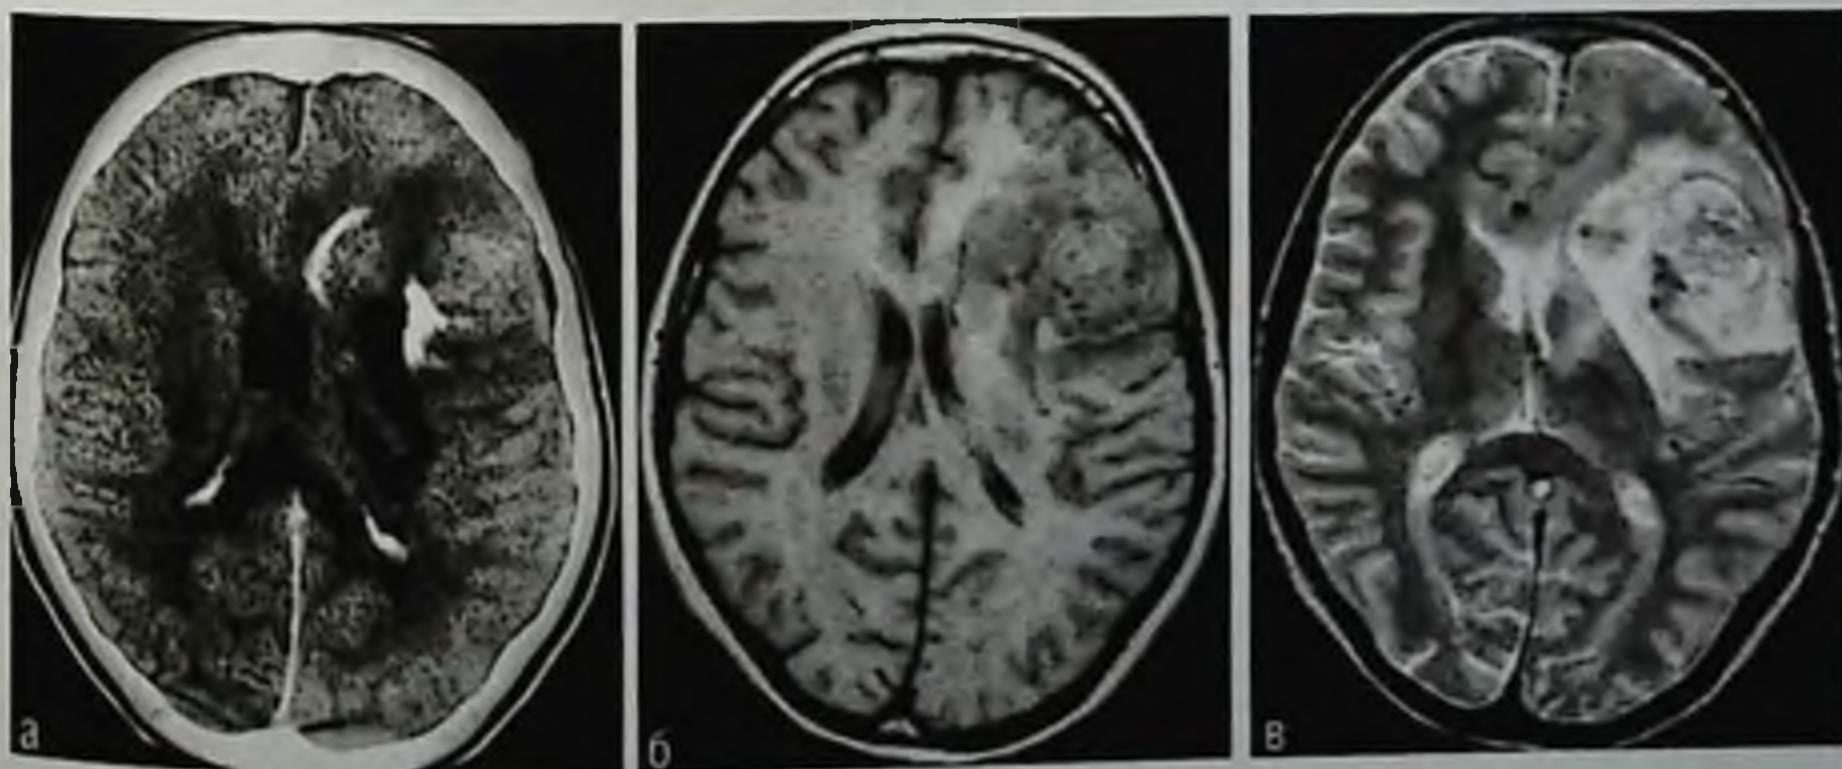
Олигодендроглиома: а — компьютерная томограмма, хорошо виден расположенный в структуре опухоли петрификат; б, в — магнитно-резонансная томограмма, T1- и T2-взвешенные изображения
